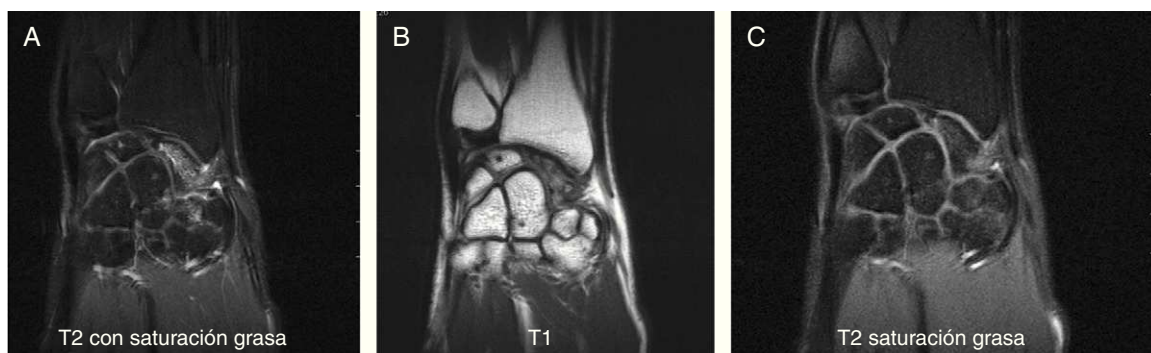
RMN, corte coronal en secuencias T2 con saturación grasa (A), T1 (B) y T1 con saturación grasa tras la administración de contraste paramagnético intravenoso (C). Observamos alteración de la intensidad de señal en las secuencias simples en el fragmento distal del escafoides con realce tras el contraste, que indican vascularización del mismo, lo que sugiere viabilidad. El fragmento proximal con alteración también en las secuencias simples, no muestra realce con el contraste, compatible con necrosis del mismo.
